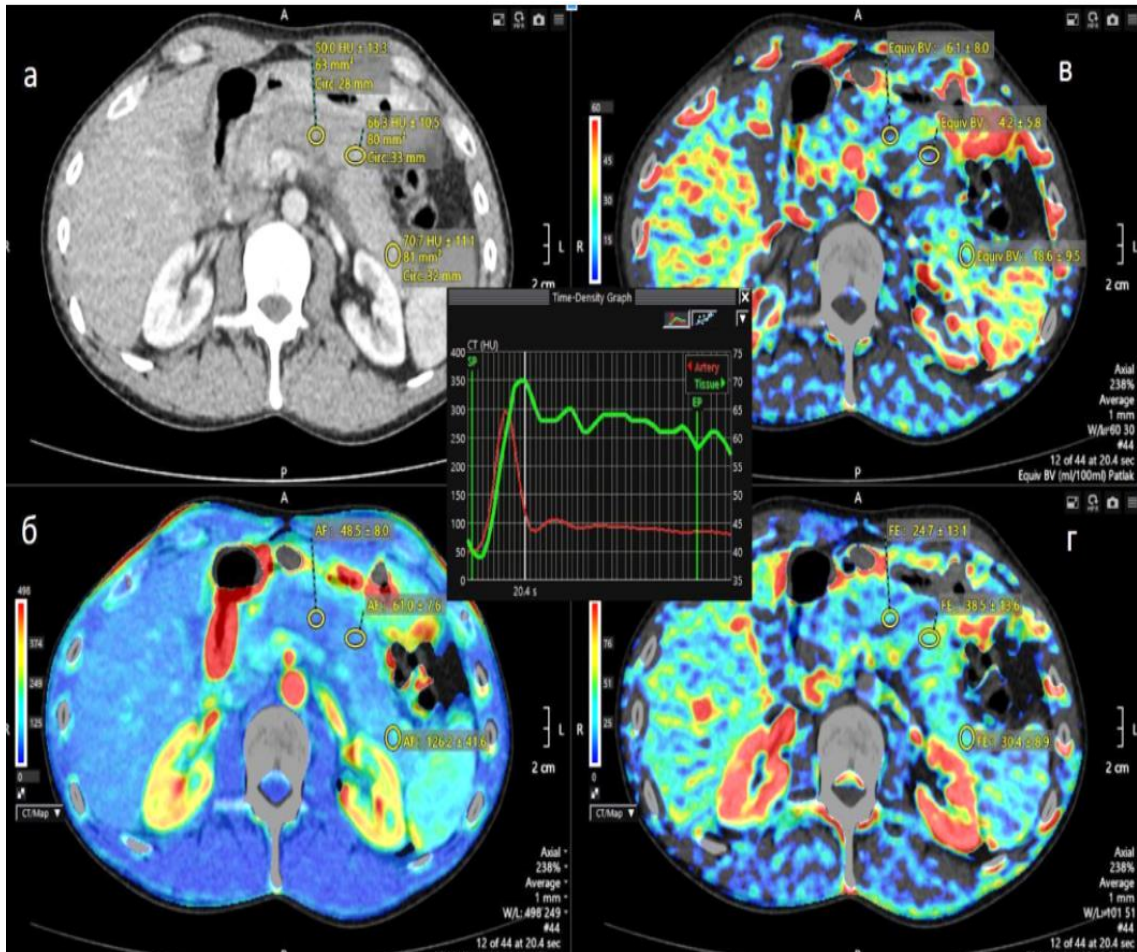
Перфузионная КТ: а – изображения динамического болюсного контрастирования; б, в, г – цветные карты, отражающие скорость артериального кровотока (AF) (б), объем кровенаполнения (BV) (в), проницаемость (FE) (г)
